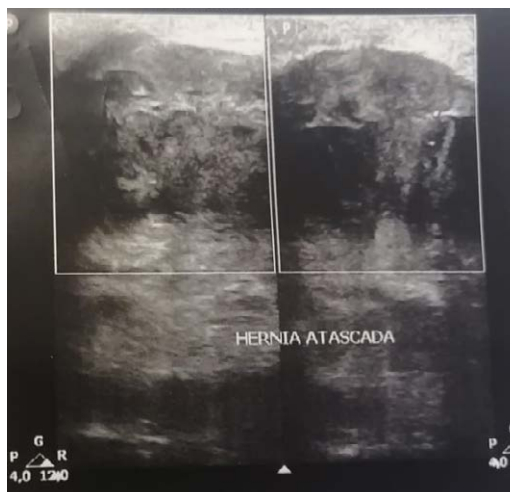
Ecografía de partes blandas donde se indica hernia umbilical para-lateral izquierda de contenido atascado.
